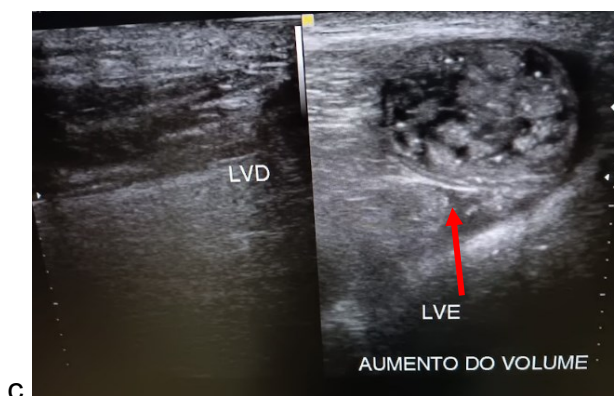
USG pélvica, mostrando a presença de alças intestinais nos grandes lábios (seta vermelha).
